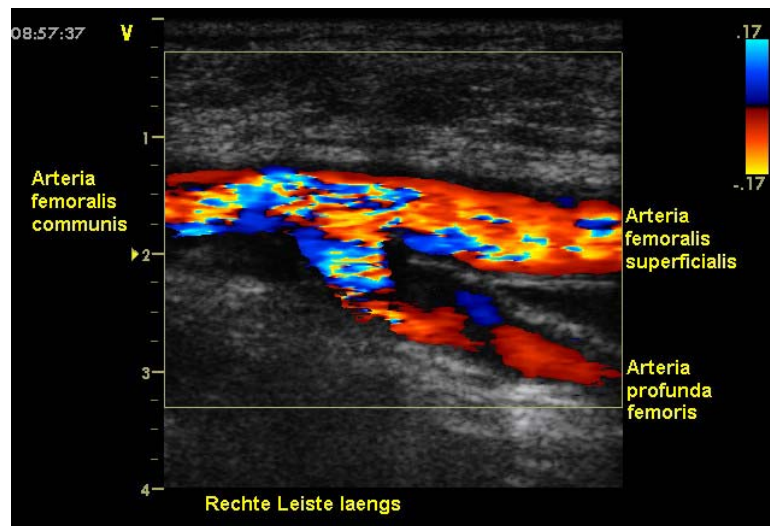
Regelrechte Femoralisbifurkation im duplexsonografischen Bild
